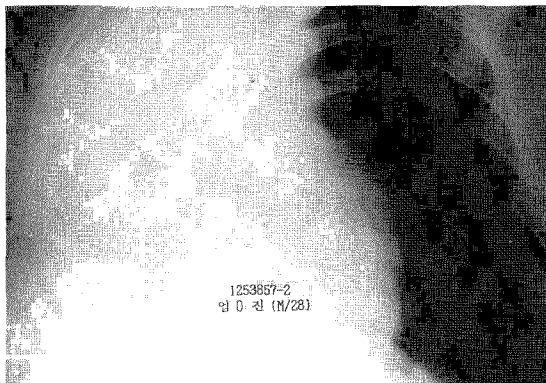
The chest radiograph shows the right lung is post-pneumonectomy state.
